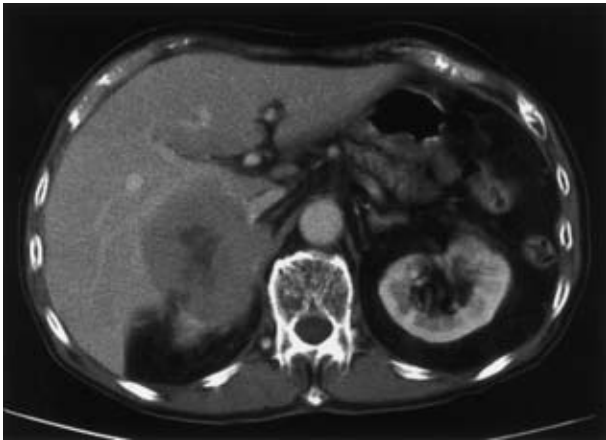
Chest CT scan shows a right adrenal tumor 6.5 cm in diameter at 11 months after left lower lobectomy.
